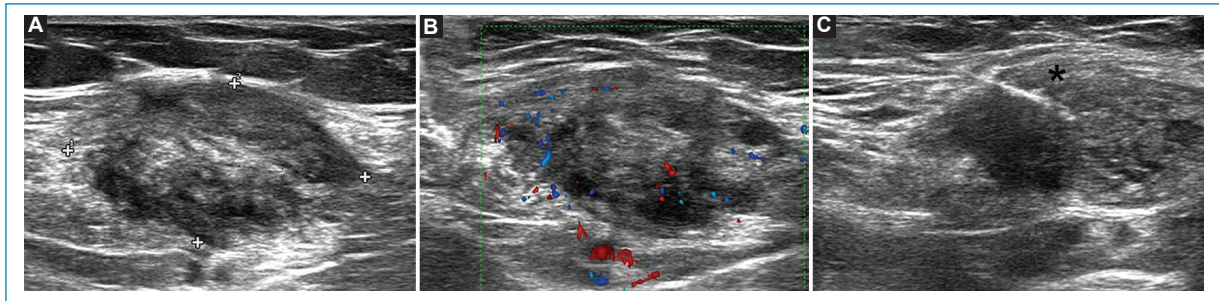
(A) Ecografía. (B) Doppler color. (C) Punción bajo guía ecográfica. Se evidencia una imagen nodular heterogénea en el espesor del músculo recto anterior del lado izquierdo. La misma presenta refuerzo Doppler positivo sobre su periferia y en el interior (B). Evidencia de la aguja Franseen de 20 G (asterisco) dentro de la lesión (C).
